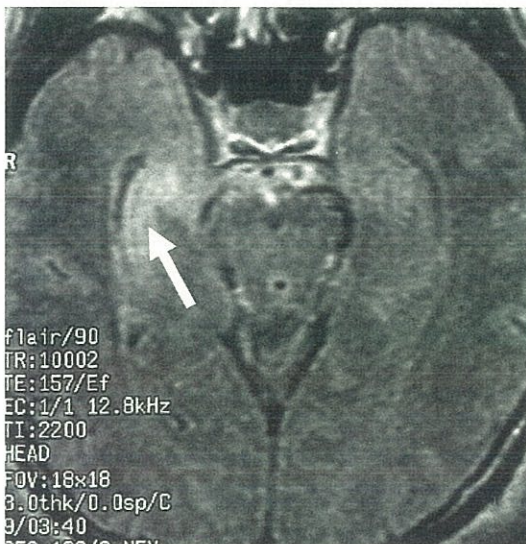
FLAIR法MRI (水平断像)、右海馬の高信号が認められる(矢印)。
